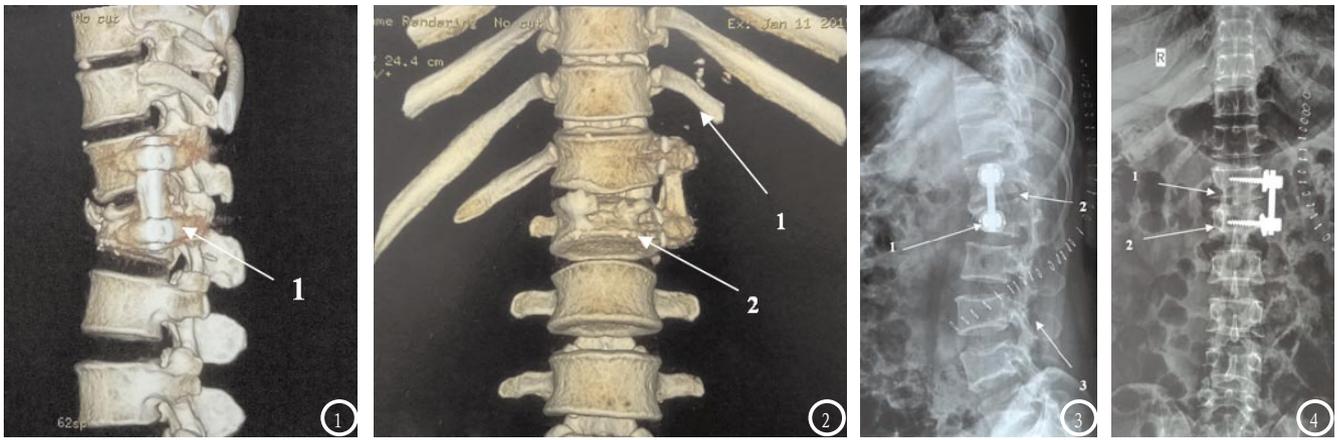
图1为术后多排CT三维重建(侧位片), 如果必要, 行改良侧椎板切除术和横突切除术以便获得更加充分的显露, 而骨质切除的范围则根据患者的实际情况; 图2为术后多排CT三维重建(正位片), 1处可见肋骨切除术后能够获得一个通往椎体清晰的倾斜术野, 2处为横突切除术; 图3为术后X线片侧位片及正位片, 侧位片可见1处为肋骨结构性支撑植骨, 2处表示内固定及自体植骨保证脊柱中后柱的稳定性, 3处为L形切口。图4正位片1处为L形切口, 2处表示内固定及自体植骨保证脊柱中后柱的稳定性。
